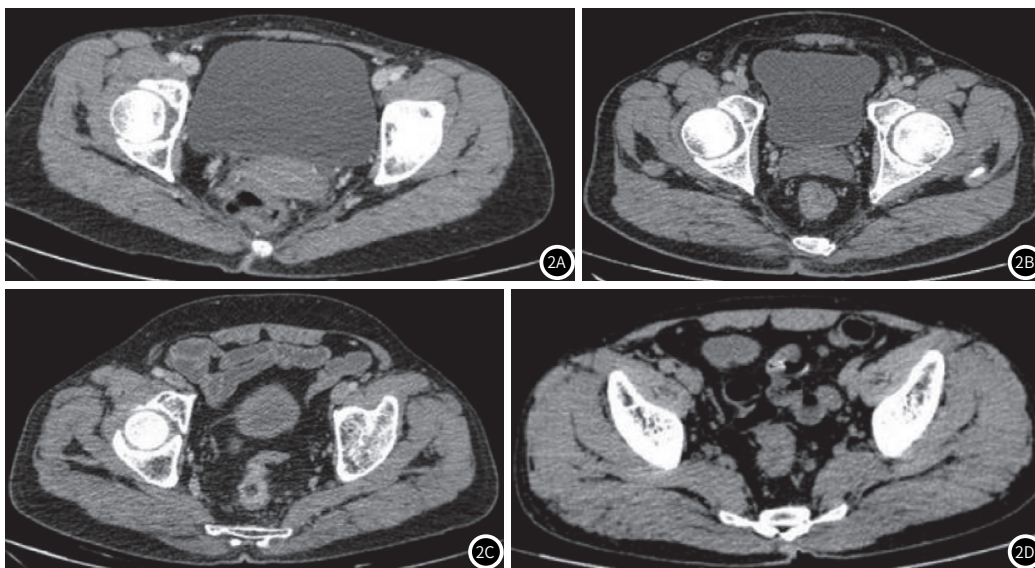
复发性RC患者的增强CT图像。(2A)一位55岁女性,T1期RC,表现为粘膜下病变轻微强化。(2B)1例49岁男性,T3期RC,累及固有肌和直肠周围组织。(2C)1例61岁女性,N1期患者有浆膜下侵犯和淋巴结转移。(2D)一名37岁女性,N2RC期,侵犯固有肌并有淋巴结转移。
